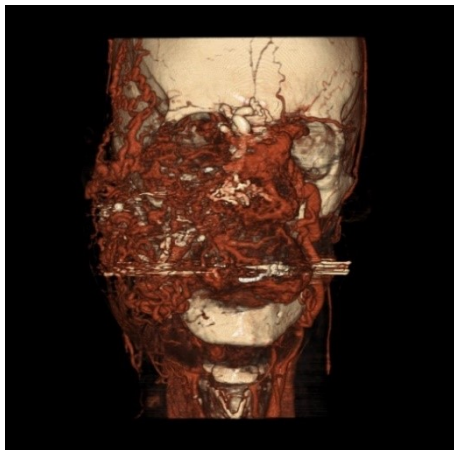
Wyburn-Mason-Syndrom; CT-Angiographie vom 15.05.2009 (jüngerer Patient)
